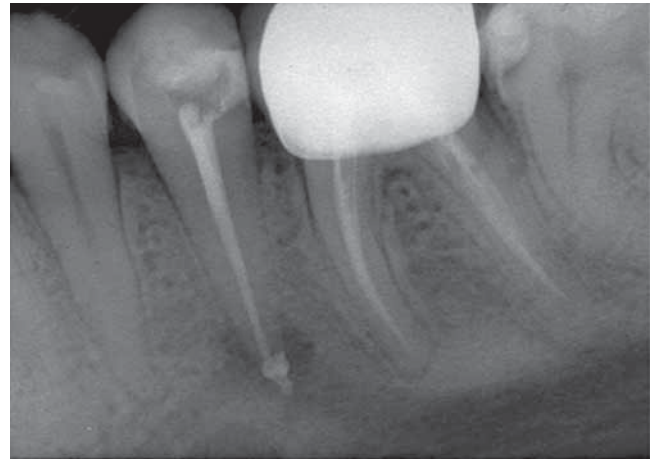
Radiografia di 3.5: si nota il materiale da otturazione in corrispondenza del forame mentoniero.
